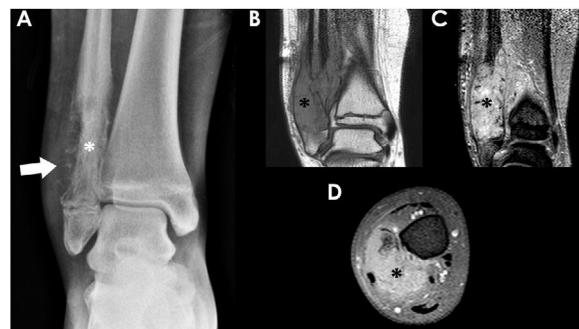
Niño de 14 años con un sarcoma de Ewing localizado en la metáfisis distal del peroné derecho. La radiografía frontal del tobillo (A) mostraba una lesión lítica con disrupción cortical extensa (asterisco blanco) y reacción perióstica agresiva (flecha blanca). Las RM coronal T1 (B), coronal T2 con supresión de grasa (C) y axial T1 con supresión de grasa poscontraste (D) mostraron la presencia de un componente de partes blandas asociado con captación ávida de contraste (asteriscos negros).
